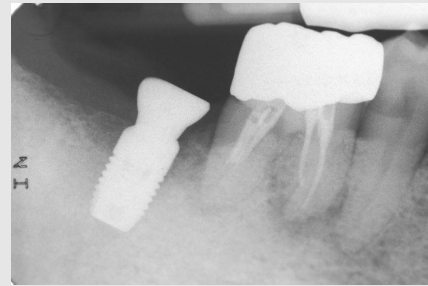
2차 수술 후의 방사선 사진. TX Profile 임플란트 주위 골결손부의 골화가 많이 진행되었음을 알 수 있다.
